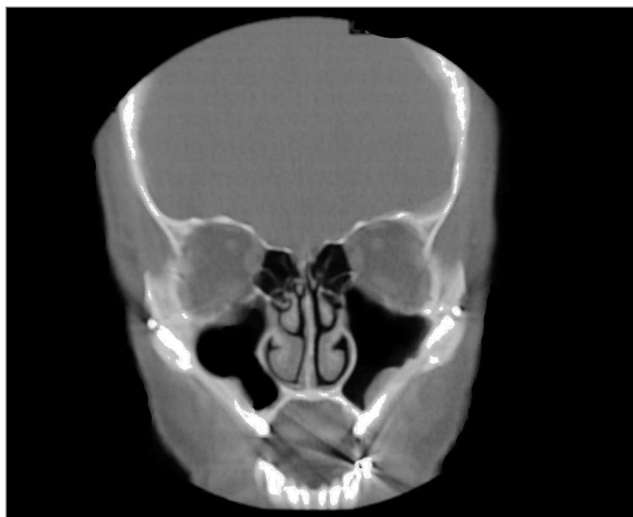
TAC de la cabeza en ventanas óseas tomadas a los 9 años de seguimiento. Pueden observarse quistes de retención mucosa en los senos maxilares.
